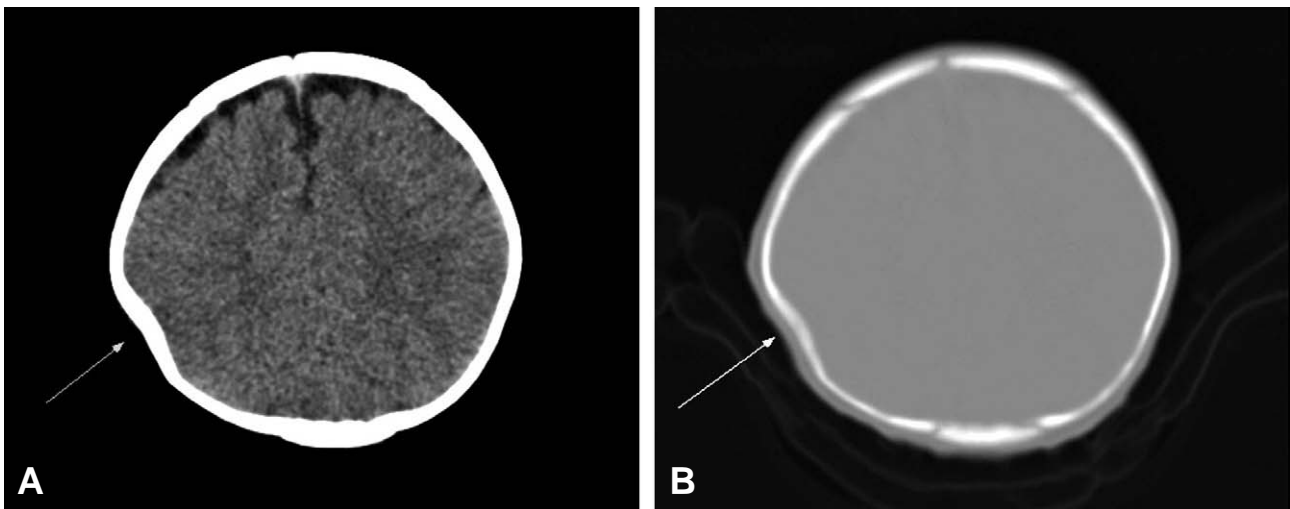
This Brain computed tomography shows a ping-pong fracture on right parietal bone (Arrow). But, there's no evidence of intracranial hemorrhage. (A) Brain computed tomography (B) Brain computed tomography with bone setting.
